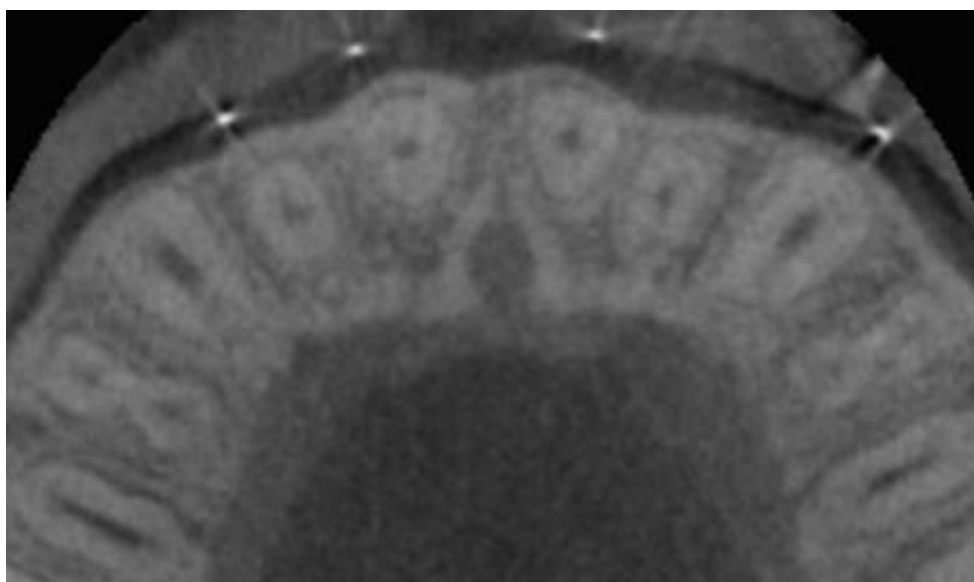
КТ в области фронтальной группы зубов верхней челюсти. Срез на уровне 5 мм от вершины наружной кортикальной пластинки.
